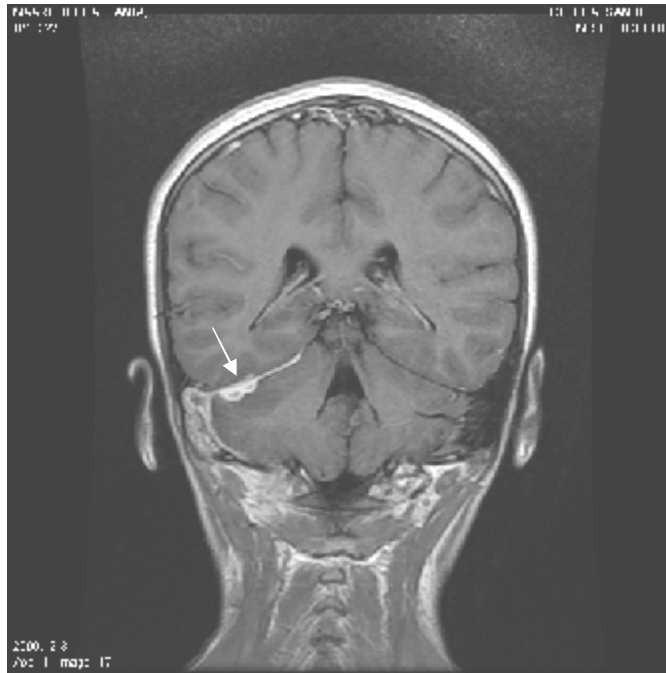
Une IRM montrant la persistance des deux empyèmes de la tente du
